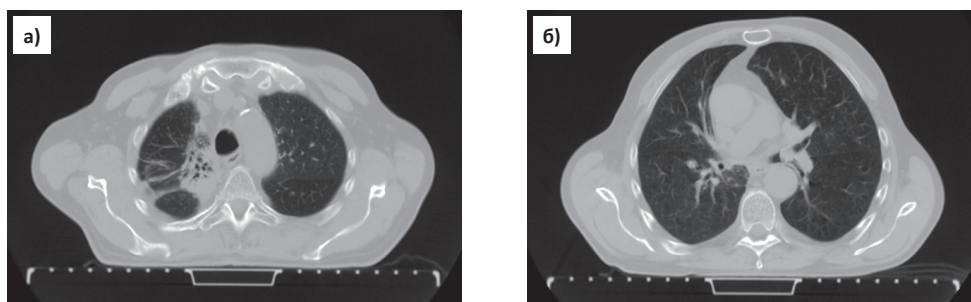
Компьютерная томограмма легких. а) справа верхняя доля уменьшена в объеме, неоднородно уплотнена, видны деформированные неравномерно расширенные просветы бронхов верхней доли, выраженный постлучевой фиброз; б) компьютерная томограмма легких: слева в устье нижнепроемужоточного бронха полиповидное образование округлой формы до 1,5 см в диаметре, которое выступает в верхнедолевой бронх и верхним полюсом перекрывает его просвет
